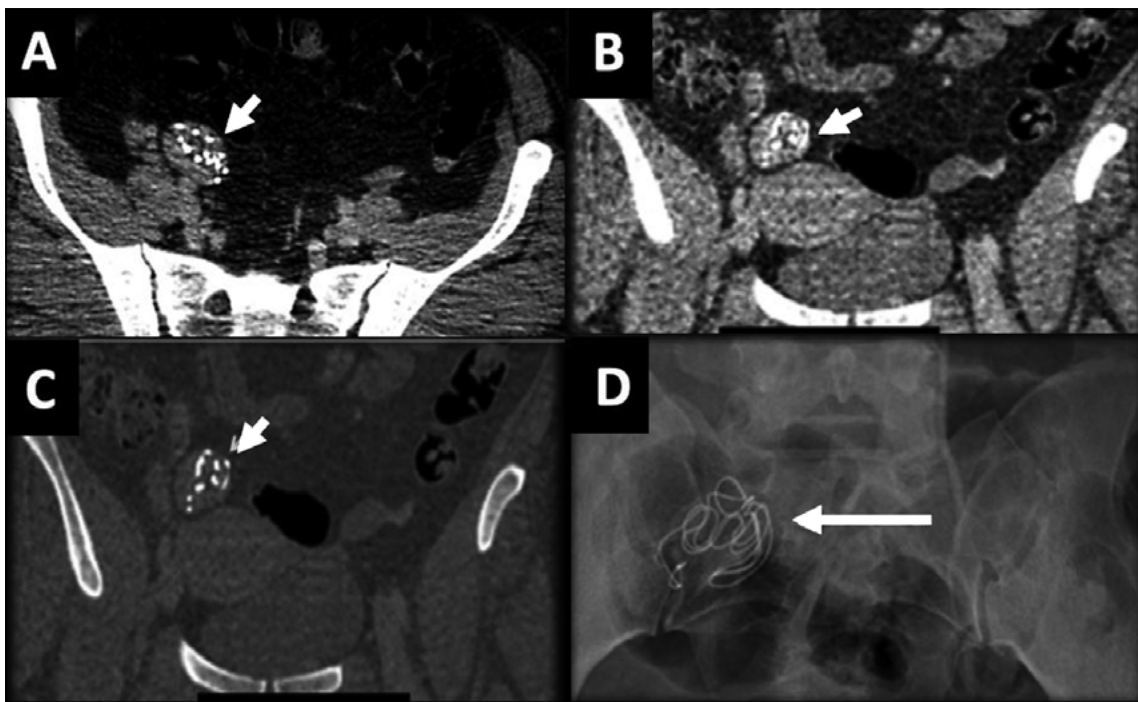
TC. (A) Corte axial sin contraste, (B) y (C) MPR axial. Hallazgo incidental de una masa pelviana con densidad de partes blandas y contornos bien definidos en fosa iliaca derecha que representa elementos densos de morfología serpentiginosas en su espesor y algunas calcificaciones (flecha corta). Tras hallazgo incidental se solicita radiografía de pelvis complementaria (D) que confirma material quirúrgico retenido (flecha larga).
